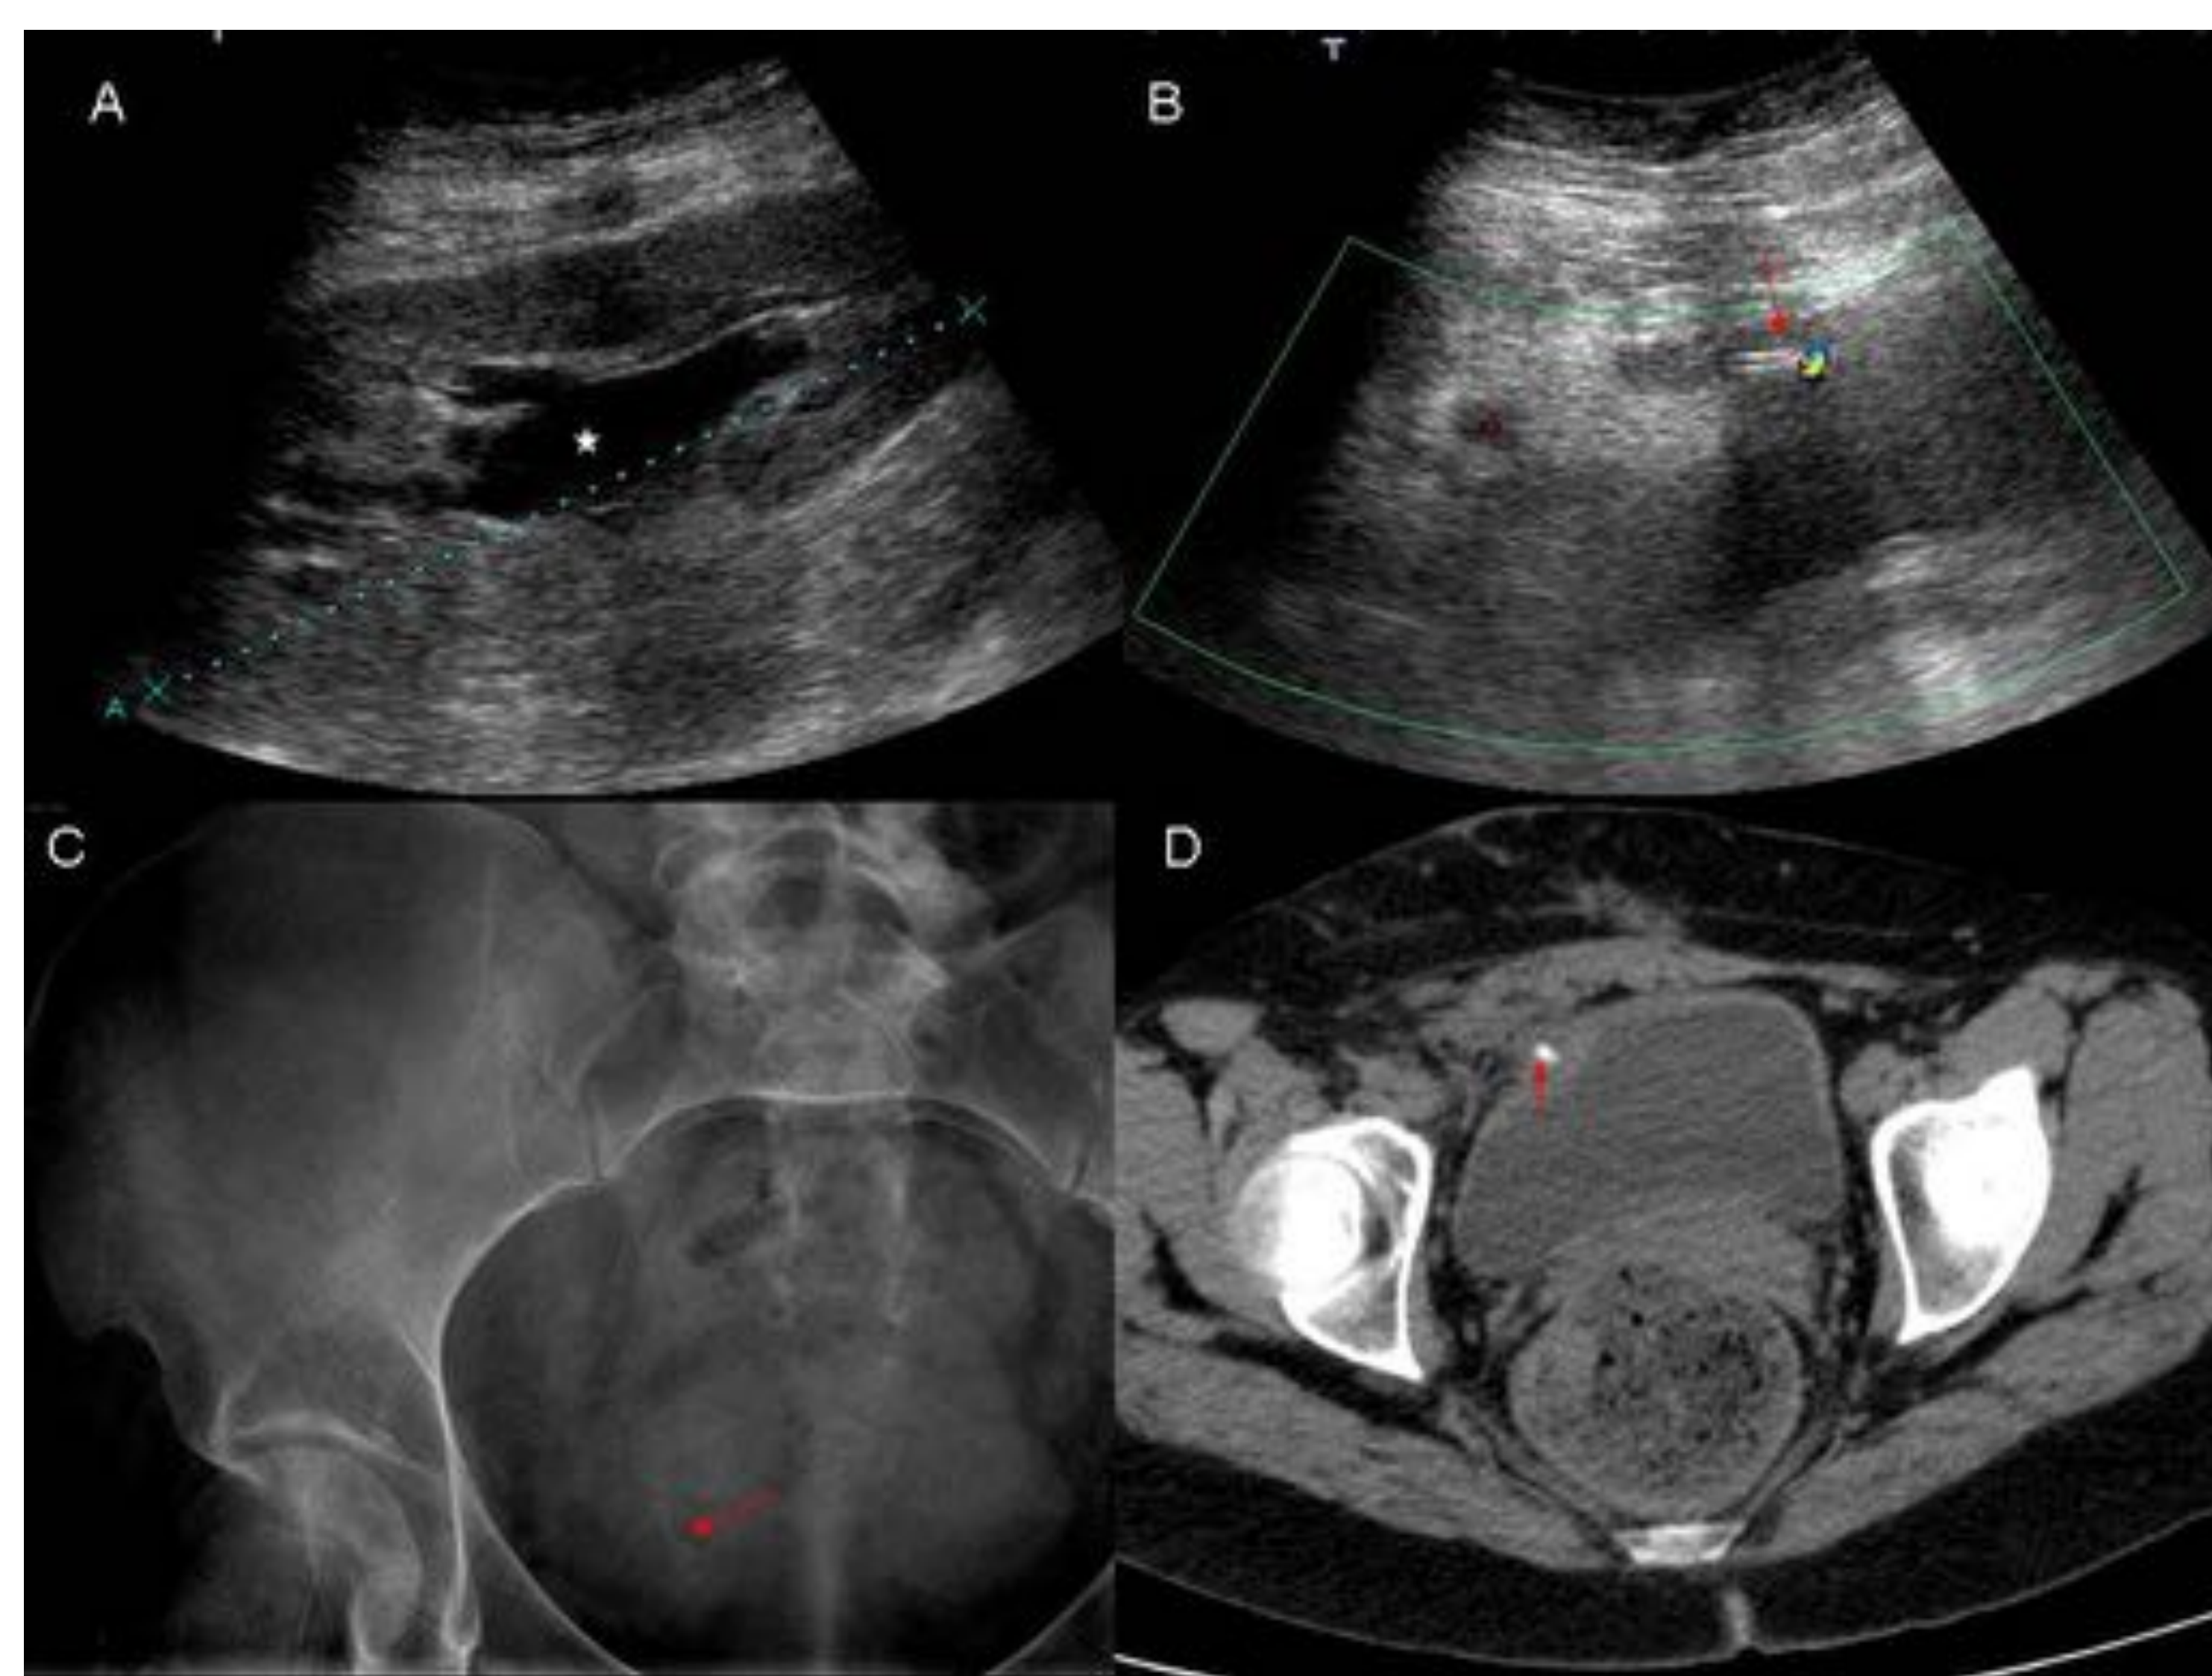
Hidronefrosis secundaria a fragmento de catéter "doble J" (imagen B, flecha roja). La radiografía convencional (imagen C) mostraba una imagen lineal hiperdensa en relación con catéter. También se comprobaron estos hallazgos mediante TC (imagen D).
